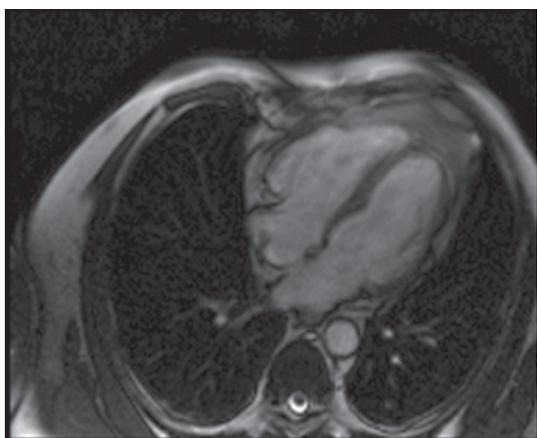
Магнитно-резонансная томограмма сердца. Дискinez латеробазальных отделов правого желудочка; 4-камерная проекция, CINE-режим
